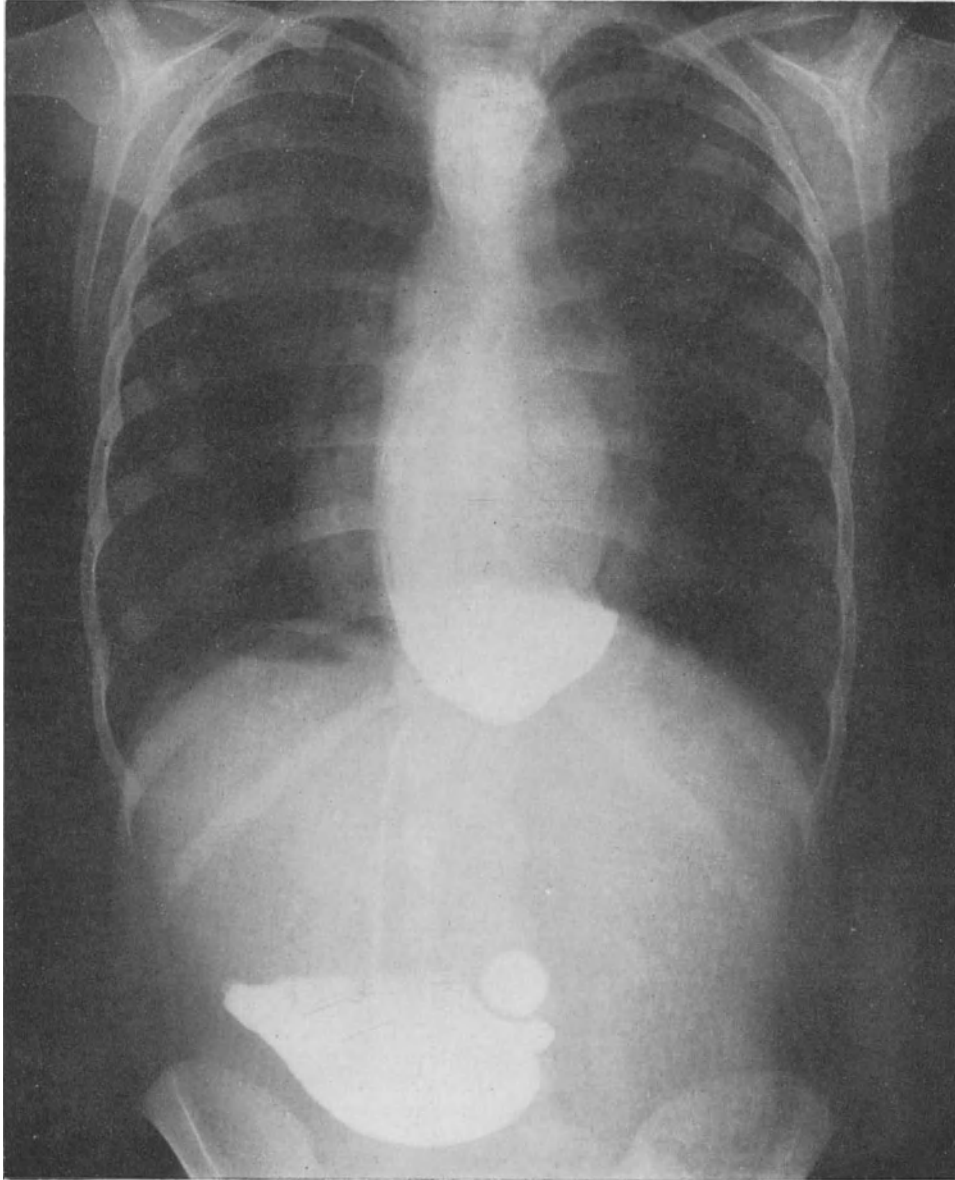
Röntgenbild einer angeborenen Oesophaguserweiterung.
